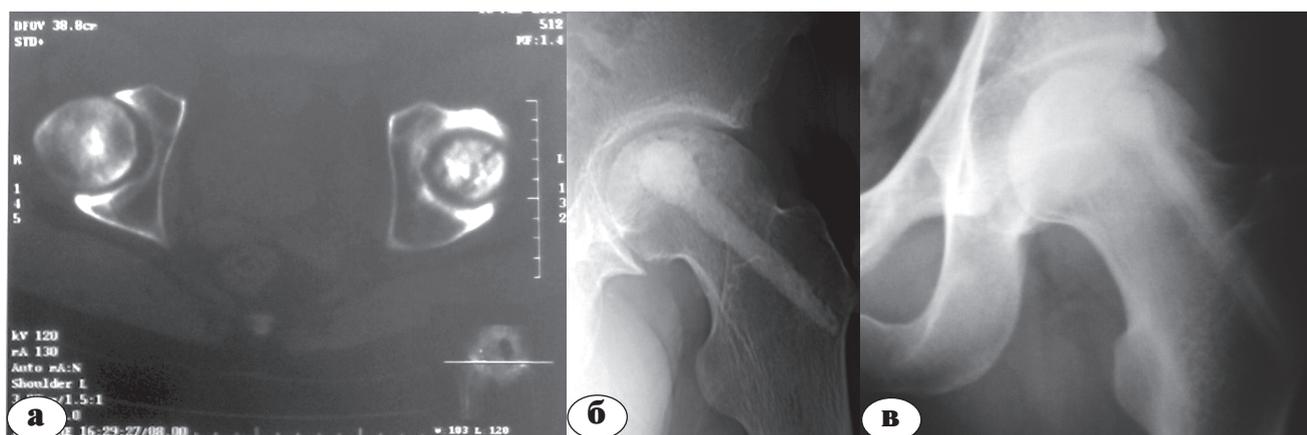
Данные лучевых исследований: а — компьютерная томограмма тазобедренных суставов до операции; б — рентгенограмма тазобедренного сустава непосредственно после операции; в — рентгенограмма спустя год после операции
